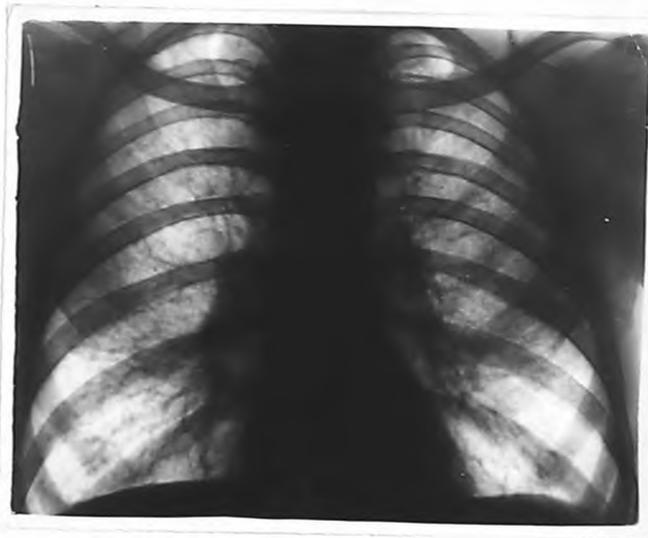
Рентгенограмма 6-го П. Первичное обращение /описание в тексте/.
